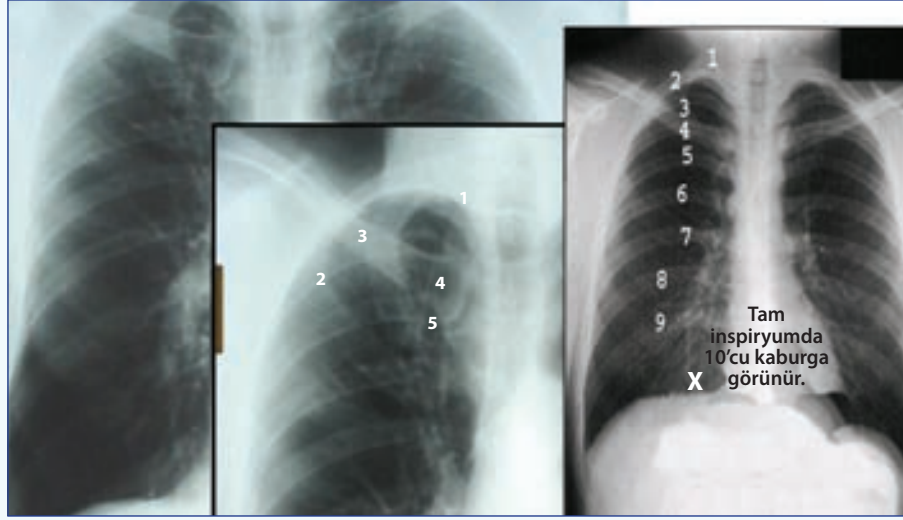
Inspirasyonun kriteri: Sağ taraf diyafragması üzerinde gösterilen 10. Posteriyor kaburga ve tam inspiryumda PA göğüs radyografisinde kaburgaların sıralaması.
